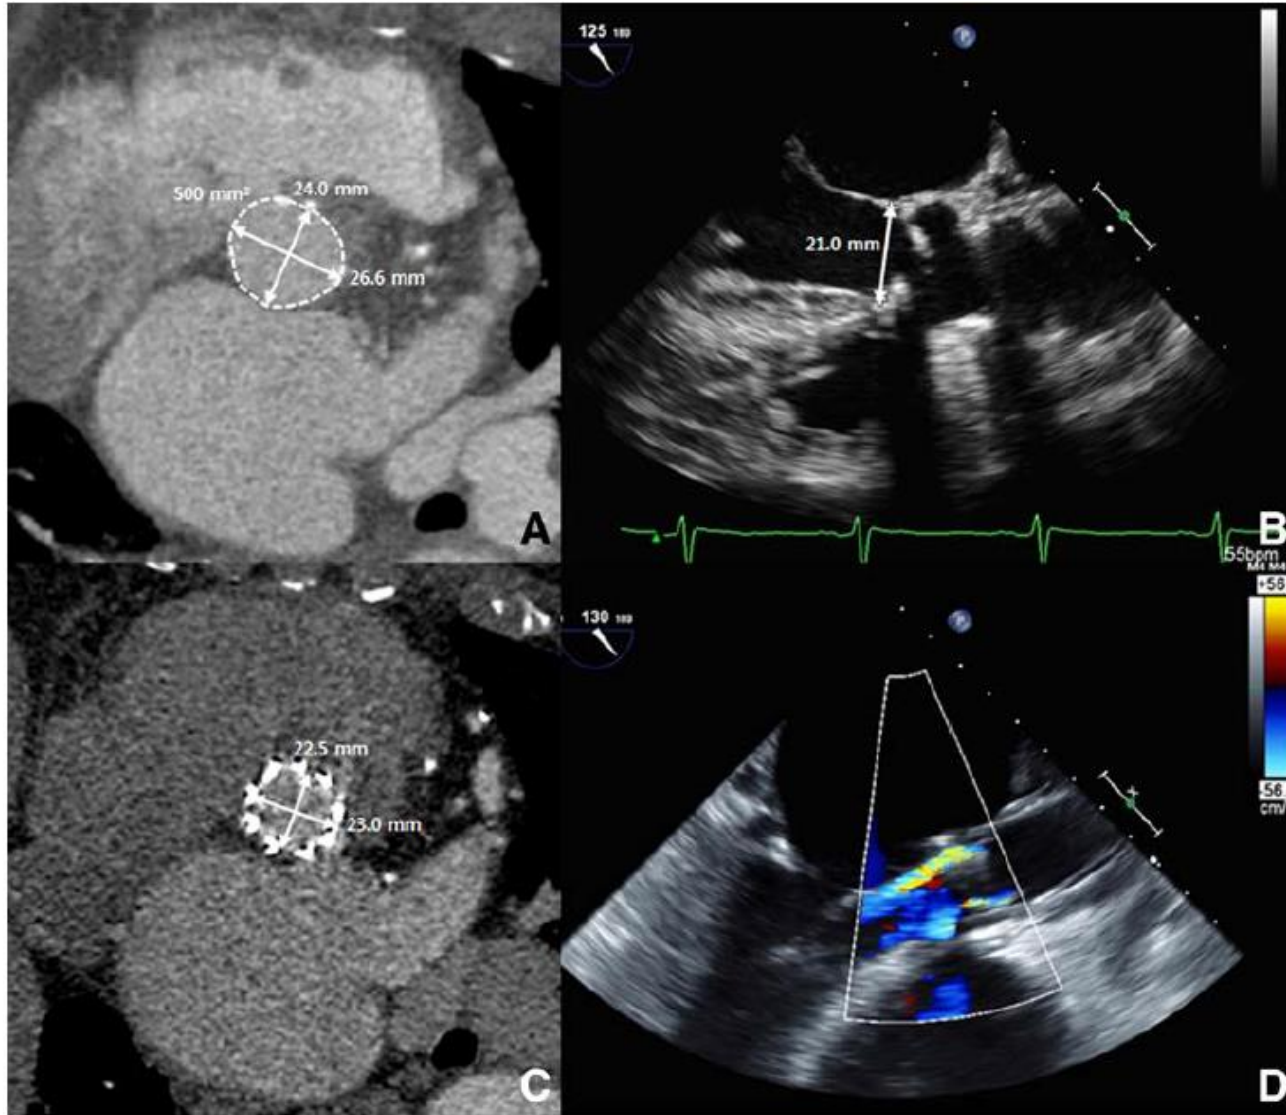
Pretranscatheter aortic valve replacement (TAVR; A and B) and after TAVR imaging (C and D) in an 84-year-old male patient with severe symptomatic aortic stenosis showing the value of 3-dimensional (3D) of the aortic annulus. Double oblique transverse reconstruction of the annulus on multidetector computed tomography displays an annulus with a mean annular diameter of 25.3 mm and an area of 5.0 cm². The parasternal long-axis 2-dimensional echo suggests an annular diameter of 21.0 mm. A 23- mm balloon expandable prosthesis was selected on the basis of the 2D echocardiographic imaging. Importantly, with a nominal area of 4.15cm² this is significantly smaller than the native annular area of 5.00 cm². While a circular deployment is noted on computed tomography (C) the post- deployment echocardiogram displays significant paravalvular regurgitation (D).
